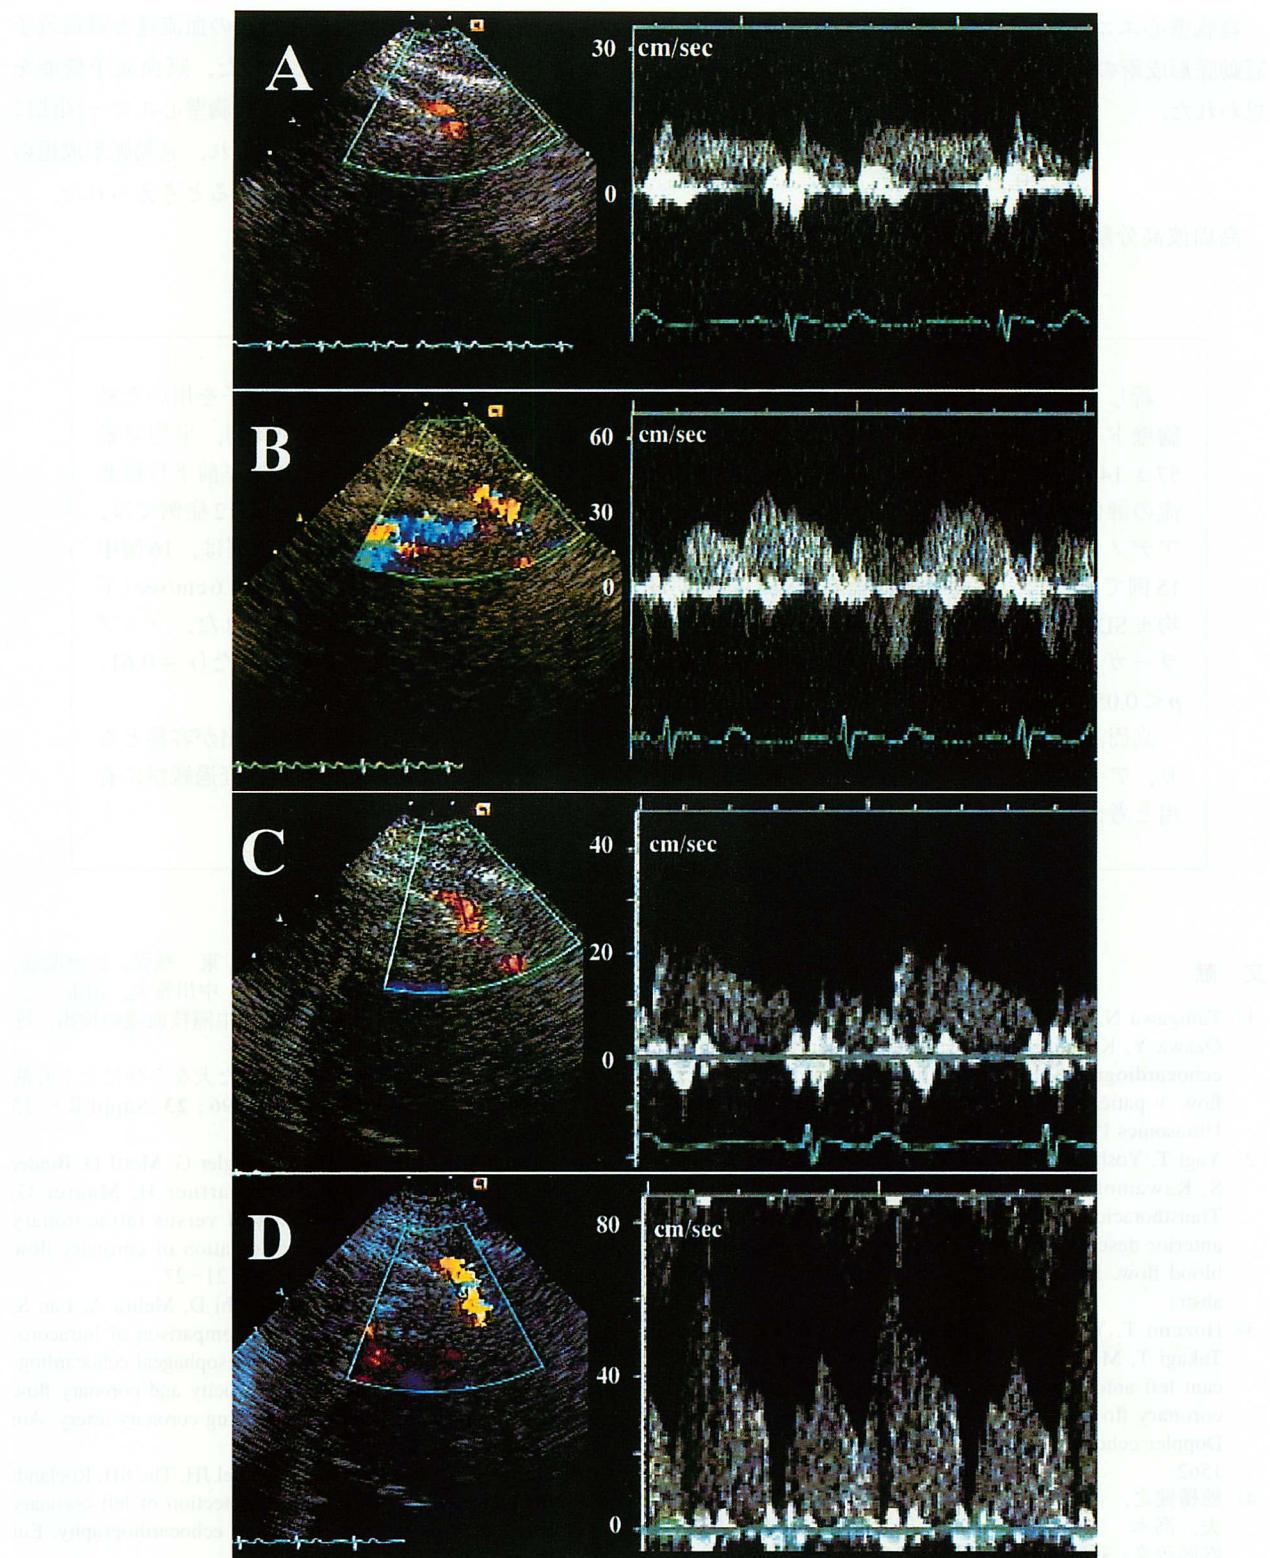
Color Doppler images and Doppler spectral traces of the left anterior descending coronary flow velocity pattern by transthoracic echocardiography in a 65-year-old man
